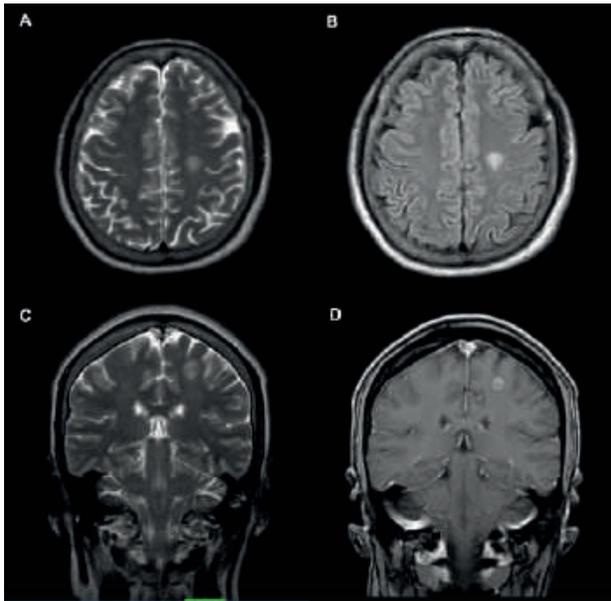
Resonancia Magnética de Encéfalo revela lesión cerebral secundaria a metástasis de primario conocido. (A: Axial T2; B: Axial FLAIR; C: Coronal T2; D: Coronal Contraste)
